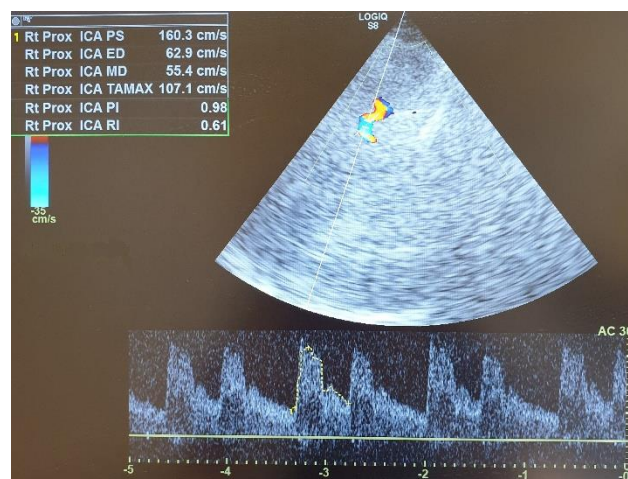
Транскраниальное дуплексное сканирование пациентки Н. (И/б 31517-2023) на третьи сутки после ТЭ: синдром гиперперфузии в виде ускорения систолической (ПСС = 160,3 см/с) и усредненной по времени средней (ТАМАХ = 107,1 см/с) скоростей кровотока в правой СМА
